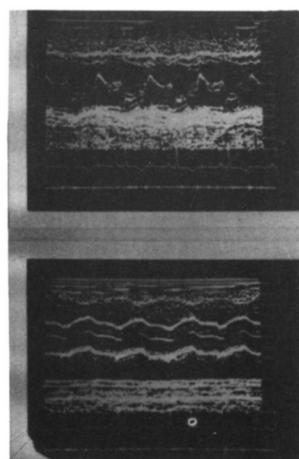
Postoperative echocardiogram shows no tumor echoes and normal motion of the anterior mitral leaflet.
